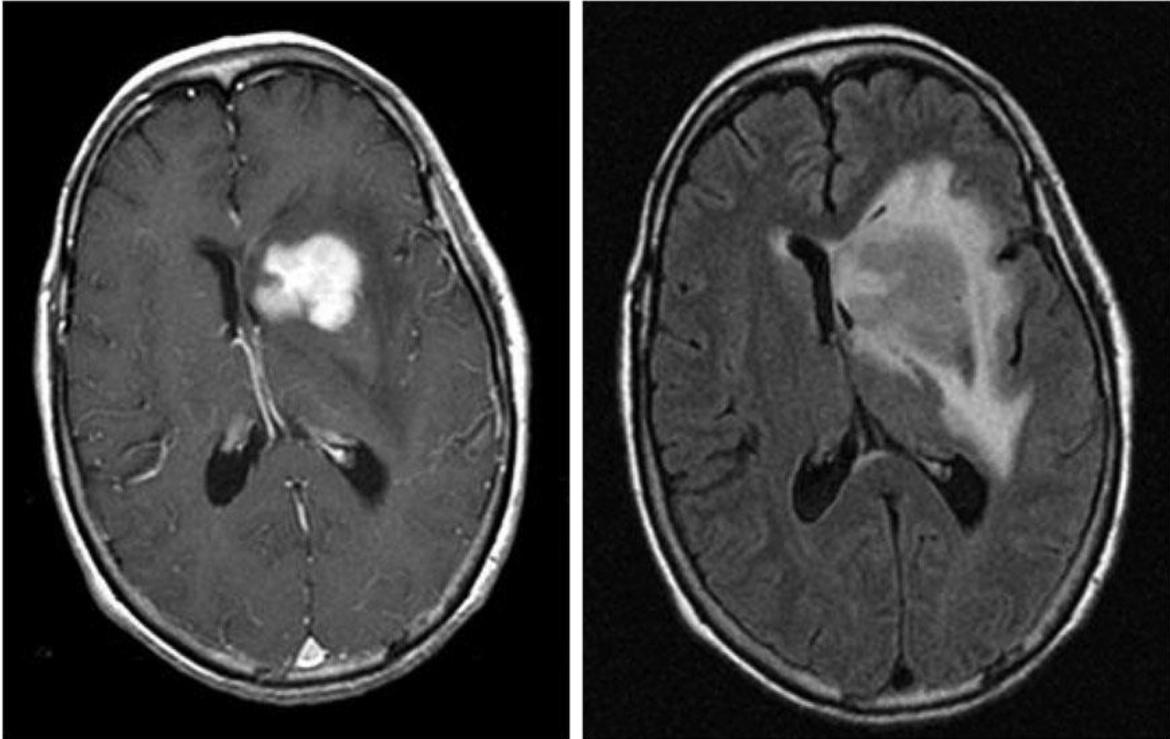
Imágenes en resonancia magnética, corte axial de LPSNC(T1C/FLAIR)
